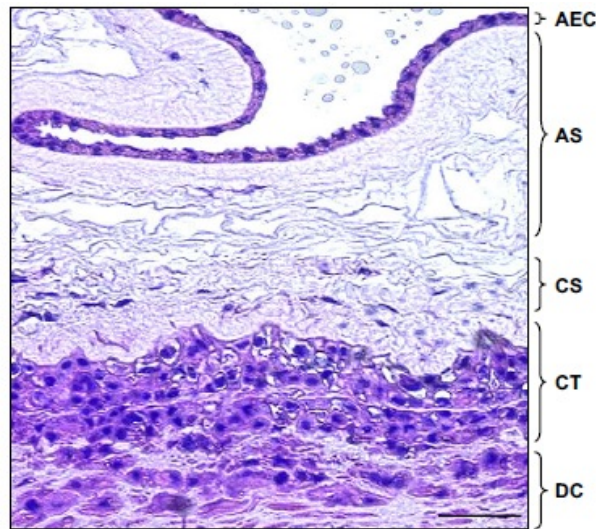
Sección de membrana fetal a término humana. Tinción con hematoxilina y eosina. El amnios consta de una sola capa de células epiteliales amnióticas (AEC) y una capa estromal (AS). El corion está compuesto de capas estromales (CS) y células de trofoblasto (CT). Las células de la decidua materna (DC) adherentes al corion también pueden observarse. Barra de escala = 50 μ m. Tomado de: Ilancheran *et al.*, 2009.
